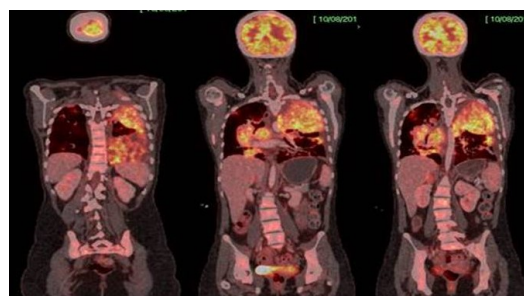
Tomografia por emissão de pósitrons (PET TC) com imagens que confirmaram a presença do tumor torácico e de implantes na coluna vertebral.
